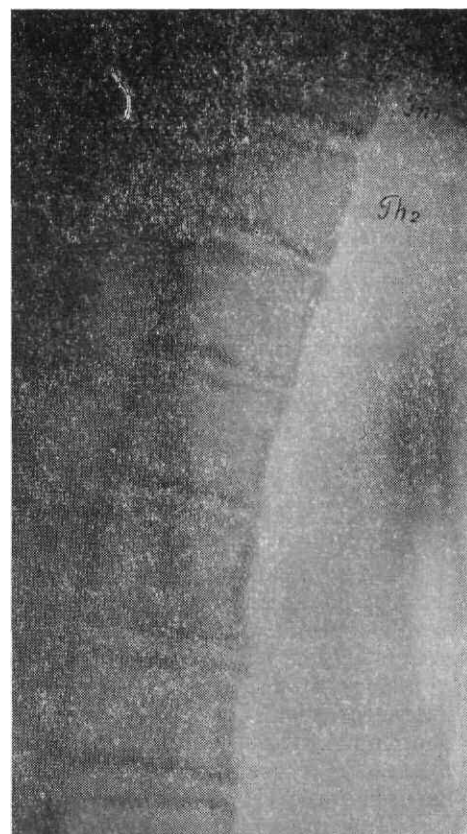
Томограмма верхних грудных позвонков в боковой проекции.
